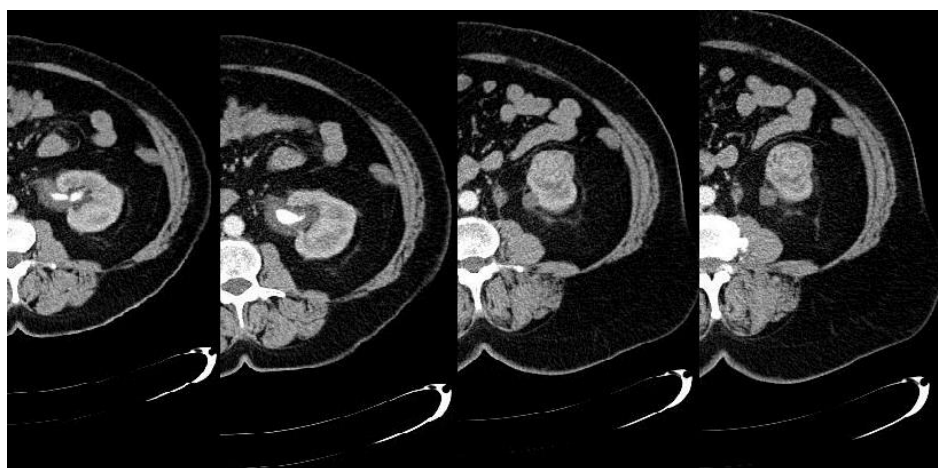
Пациентка Х. Аксиальные томограммы перед операцией (описание в тексте)
